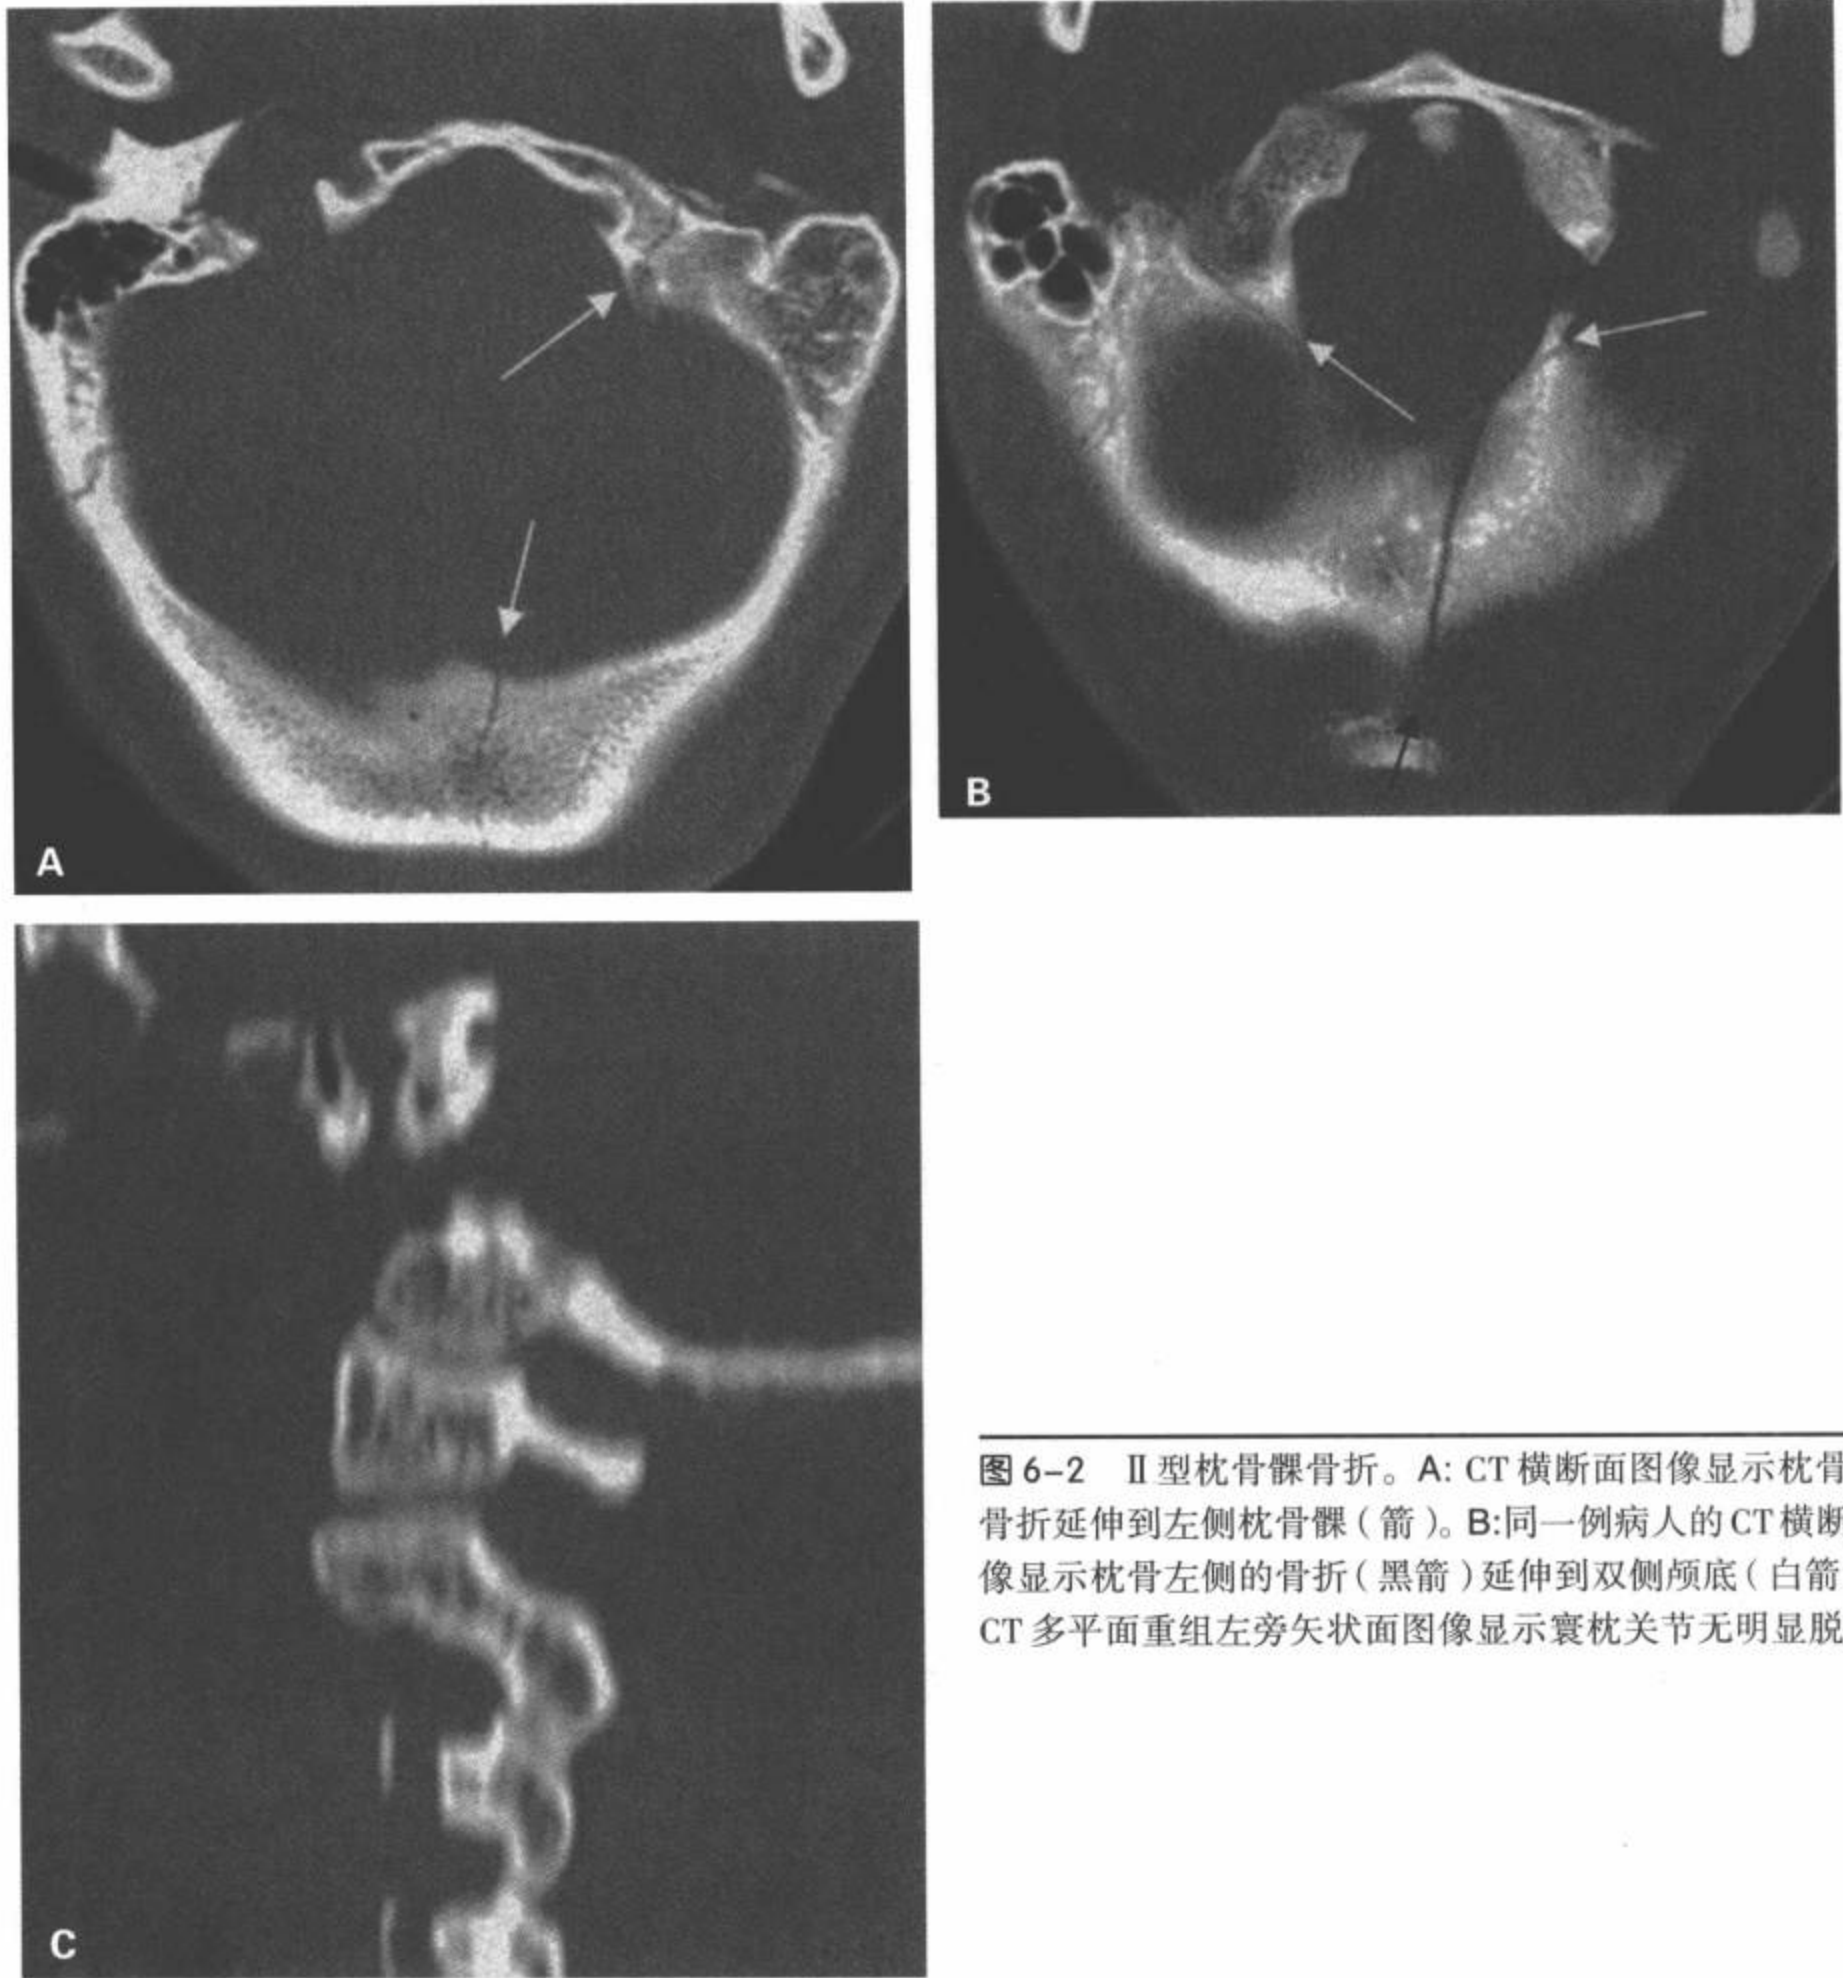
II型枕骨髁骨折。A: CT横断面图像显示枕骨左侧骨折延伸到左侧枕骨髁(箭)。B:同一例病人的CT横断面图像显示枕骨左侧的骨折(黑箭)延伸到双侧颅底(白箭)。C: CT多平面重组左旁矢状面图像显示寰枕关节无明显脱位。
